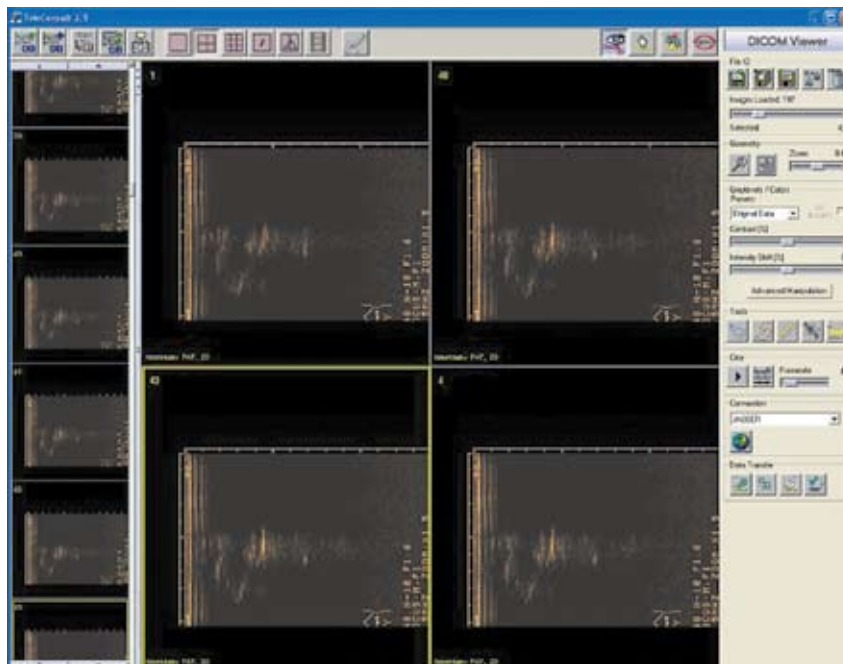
Ultrasound imaging viewer.
